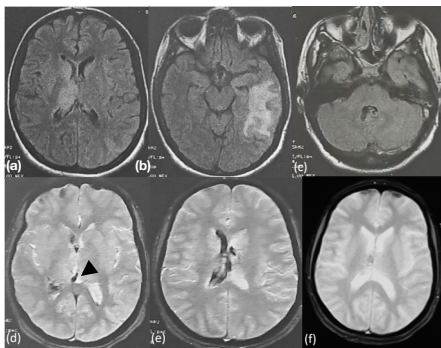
IRM cérébrale en coupes axiales en séquence FLAIR (a,b,c) et en séquence T2* montrant un hypersignal thalamique droit (a), temporal gauche (b) et au sein du sinus latéral gauche (c). On retient la thrombose de la VCI droite (d) associée à une HIV droite (e). Sur l'IRM de contrôle, on note la résorption de l'HIV sur le T2* (f).
